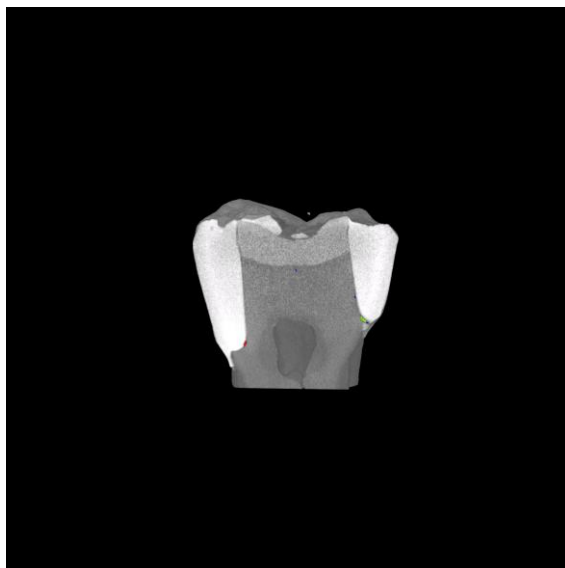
Immagini ottenute mediante μ -CT. Ricostruzioni 3D del campione BG3
